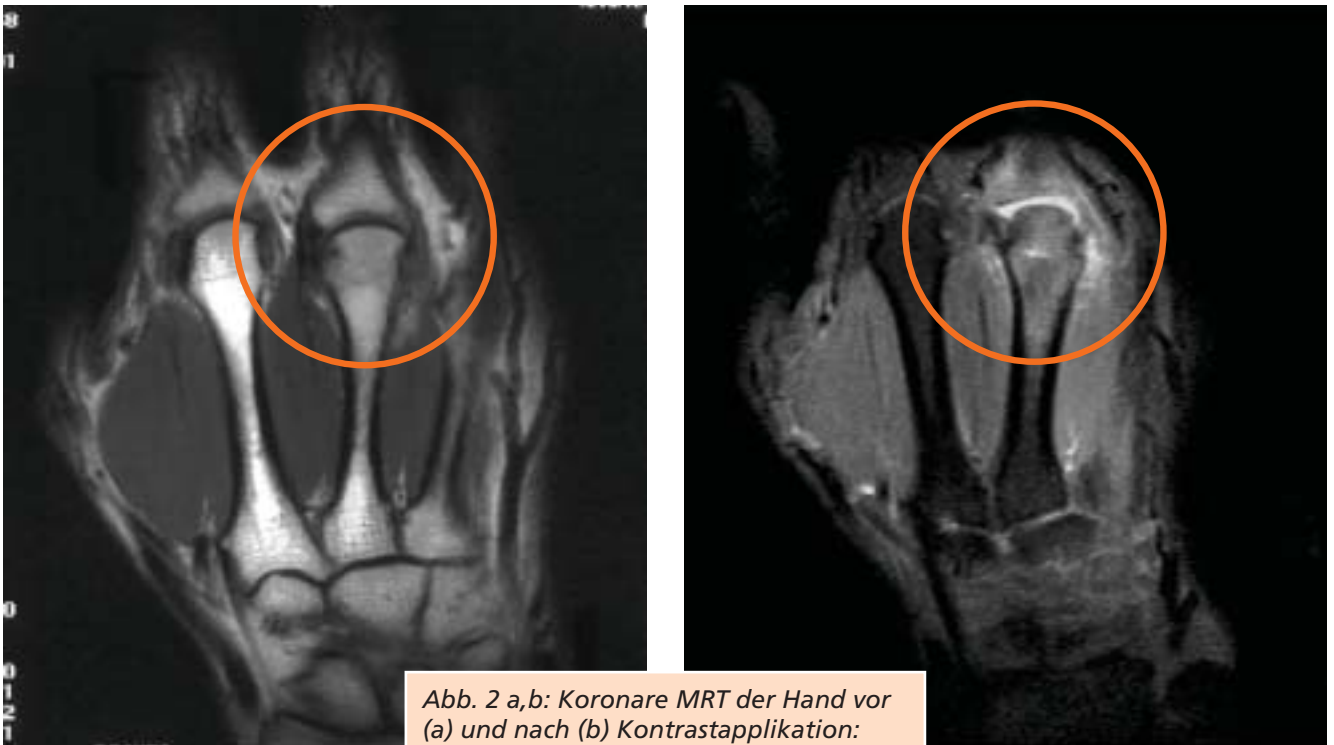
a,b: Koronare MRT der Hand vor (a) und nach (b) Kontrastapplikation: Synovitis MCP III mit Knochenmarksödem (Präerosion) bei PCP
